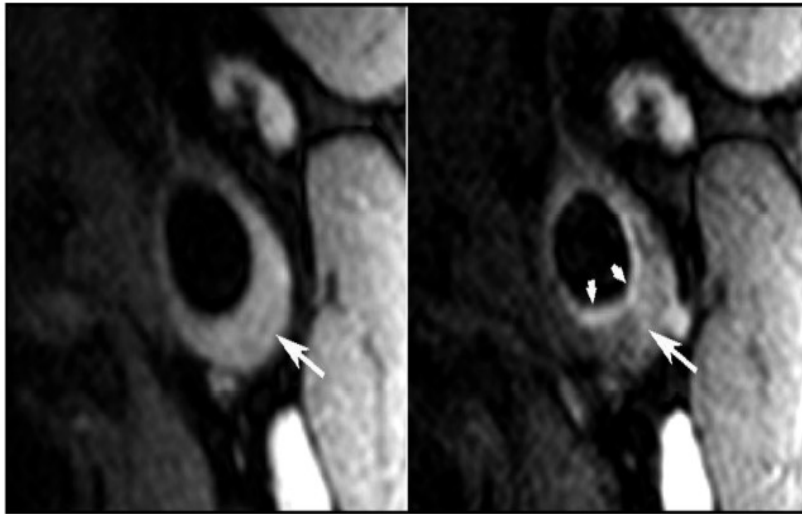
IRM Haute Résolution en coupe axiale de l'artère carotide commune gauche. Imagerie en pondération T1 avant (image de gauche) et 10 minutes après (image de droite) injection de gadolinium. Un meilleur contraste intra-plaque est obtenu après injection avec notamment possibilité de distinguer la chape fibreuse (petites flèches) du reste de la plaque (grandes flèches).
